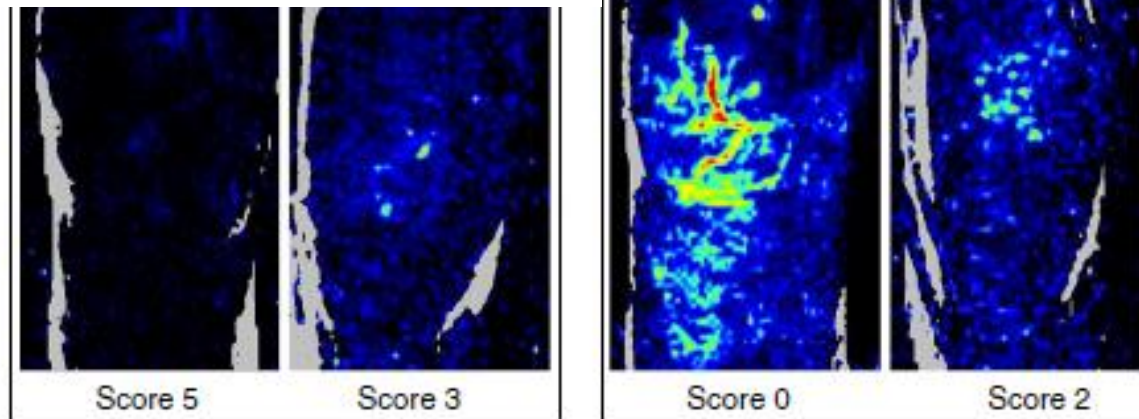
Examples of laser Doppler images. A mottling score decreased (improved), whereas in B mottling score increased (worsened).
